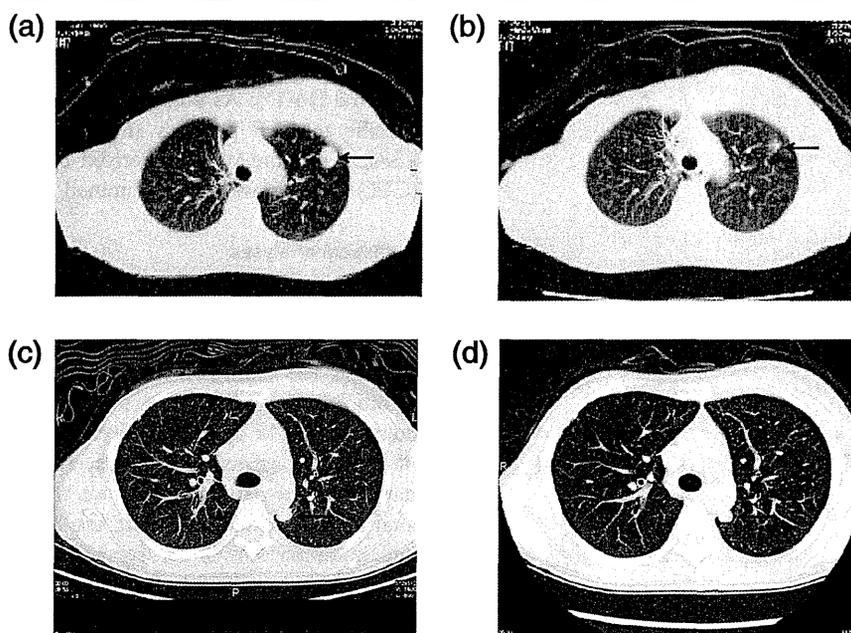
Clinical responses to PPV. a, b) Computed tomography findings of a PR case with mrTNBC (case 2 in Table S2) before and after the 12th vaccination. A 63-year-old woman with a recurrent lung mass underwent 12 vaccinations in combination with gemcitabine (1,000 mg/m²/week for three weeks followed by one week intermission). At four months after the first vaccination, the lung mass was remarkably reduced in size (arrow). c, d) Computed tomography findings of a SD case with mrTNBC (case 18 in Table S2) before and after the eighth vaccination. A 34-year-old woman with a recurrent lung mass underwent eight vaccinations in combination with two cycles of eribulin mesylate (1.4 mg/m²/week for two weeks followed by one week intermission). At three months after the first vaccination, the lung mass was slightly decreased in size (arrow). mrTNBC, metastatic recurrent triple negative breast cancer; PPV, personalized peptide vaccination; PR, partial response; SD, stable disease.
